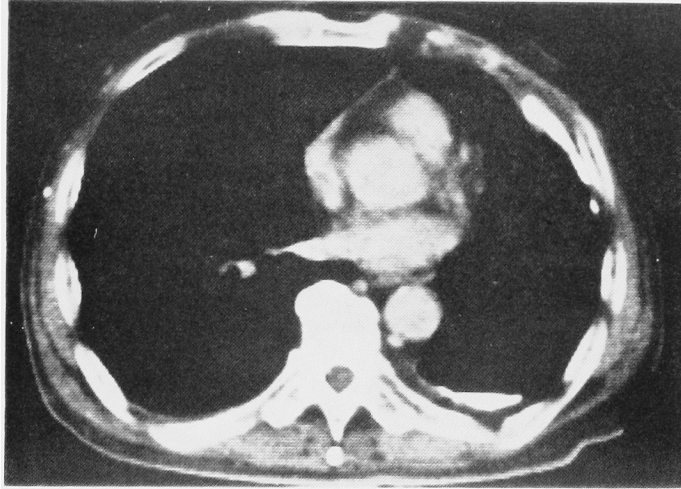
胸部 CT スキャン (1984 年 9 月): 治療前にみられた胸水は消失している.
